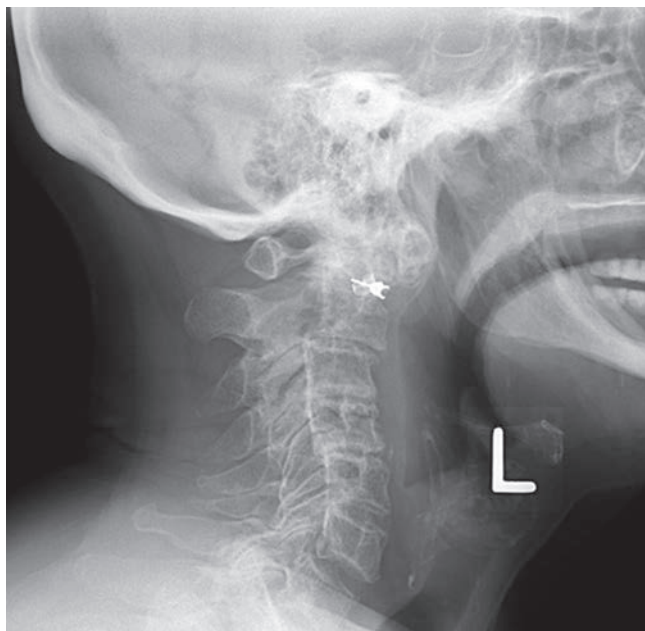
Рентгенограмма в боковой проекции у пациента с выраженным ревматоидным артритом. Развитие заболевания привело к эрозии зубовидного отростка и полной утрате нормальной лордотической кривизны позвоночника. Обратите внимание на кифоз от C2 до C4, приведший к S-образному позвоночнику. Металлический артефакт — серьга (снимок предоставлен J. C. Hunter, MD, University of California, Davis School of Medicine).
